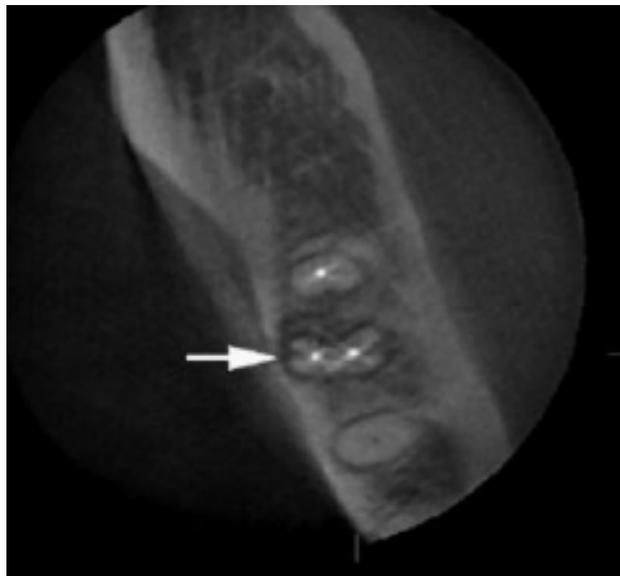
CBCT mettant en évidence une fracture verticale (51).
